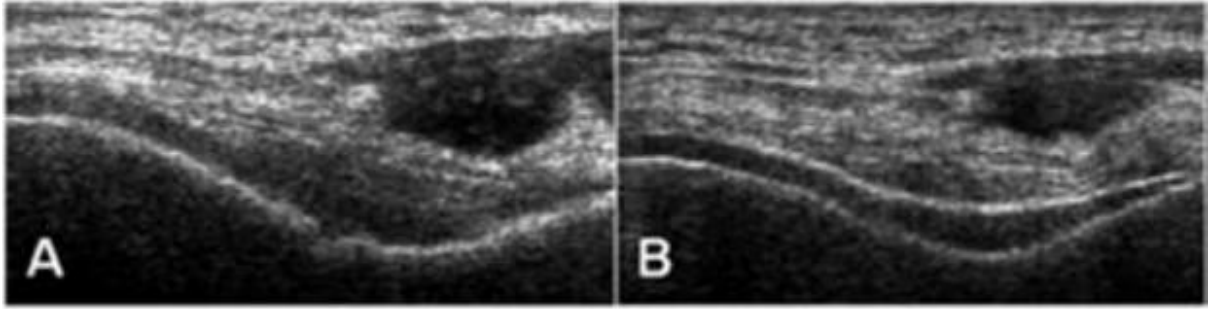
Echographie de l'articulation du genou (article de Ottaviani S dans "échographie de la goutte", Rhumatologie africaine francophone)
